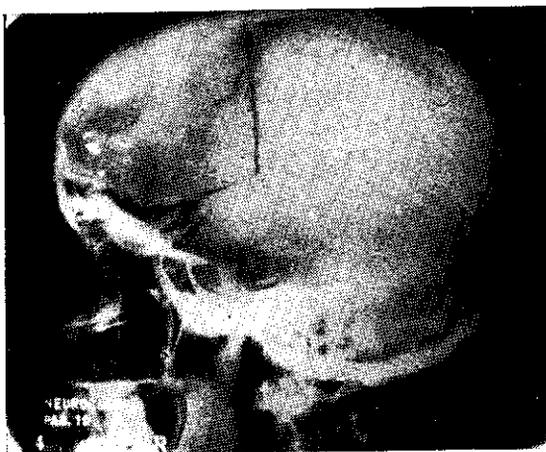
Radiografía de la enferma después de la operación.
